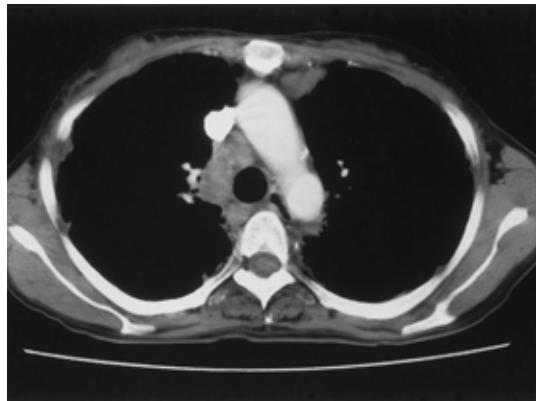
Chest CT scan on admission showing enlargement of paratracheal lymph nodes.
